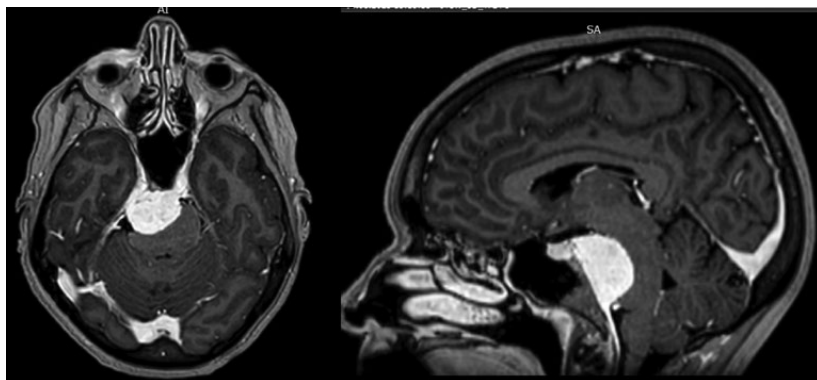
МРТ пациентки Д., 57 лет, с петроклиальной менингиомой
